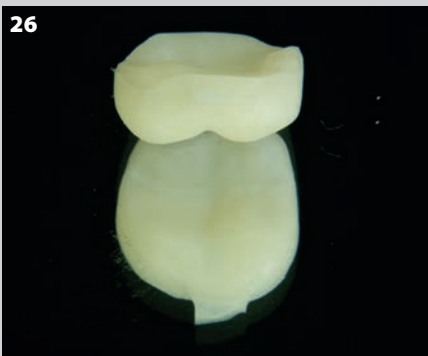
Préparation pour la caractérisation : sablage avec de l'oxyde d'aluminium 25-50 µm suivi d'un nettoyage à la vapeur ou par un dispositif ultrasonique, nettoyage final par de l'alcool. Le promoteur d'adhésion Ceramic Primer II est appliqué et laissé sécher avant l'application d'Optiglaze Color.
